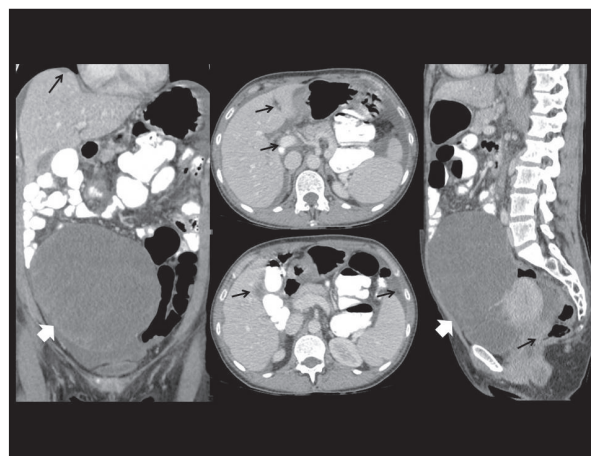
TC con contraste oral e intravenoso en paciente con cistoadenocarcinoma seroso de ovario derecho (flecha blanca) y carcinomatosis peritoneal (flechas negras). Afectación perihepática, periesplénica, en ligamento hepatoduodenal, ligamento falciforme, saco menor, gotieras paracólicas y fondo de saco de Douglas. Moderada ascitis.
